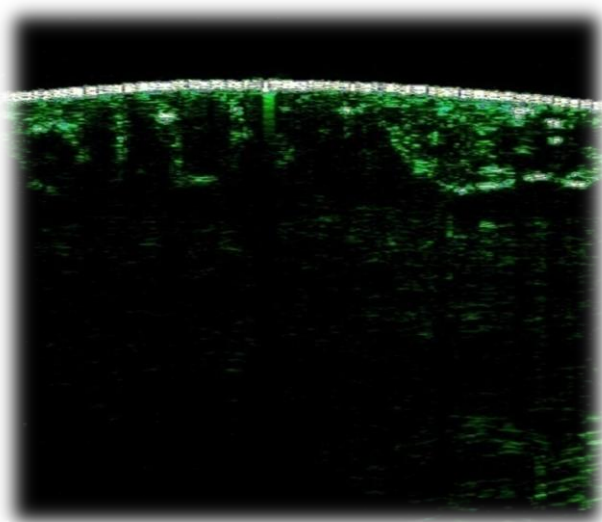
Пациентка Е., 49 лет. Сканограмма ВЧ УЗИ кожи вульвы. 75 МГц
